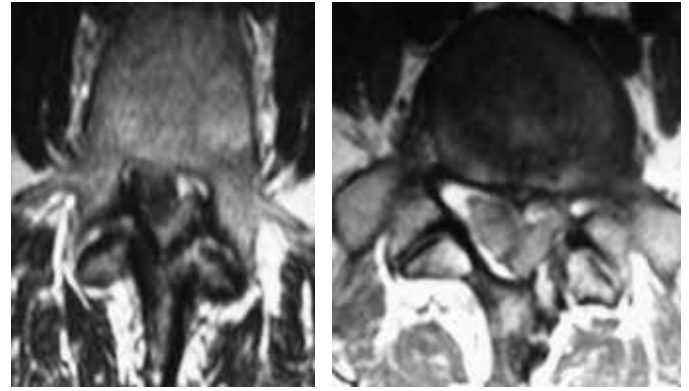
Ressonância magnética da coluna lombossacra, corte axial em T1 (1) e T2 (2) evidenciando compressão do canal medular que levou à síndrome da cauda equina.
